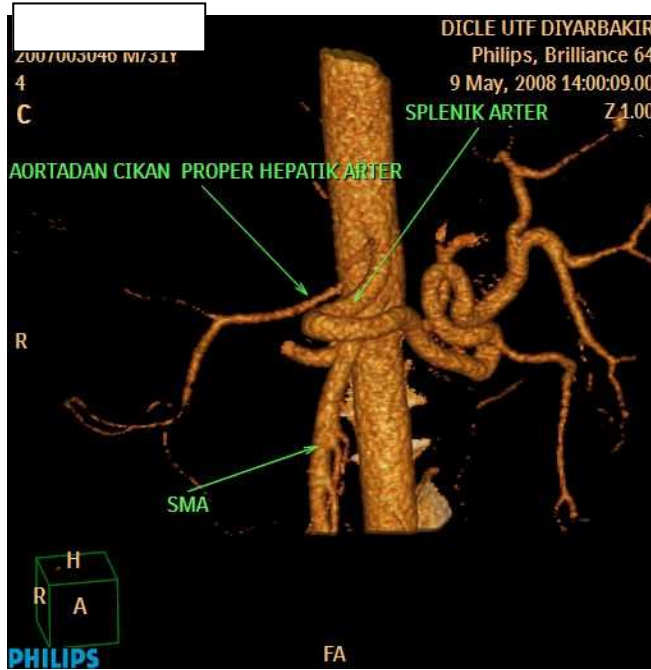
ÇKBT anjiyografide abdominal aort orjinli sağ hepatic arter görünümü : MİP (a , b) , VR (c) .
